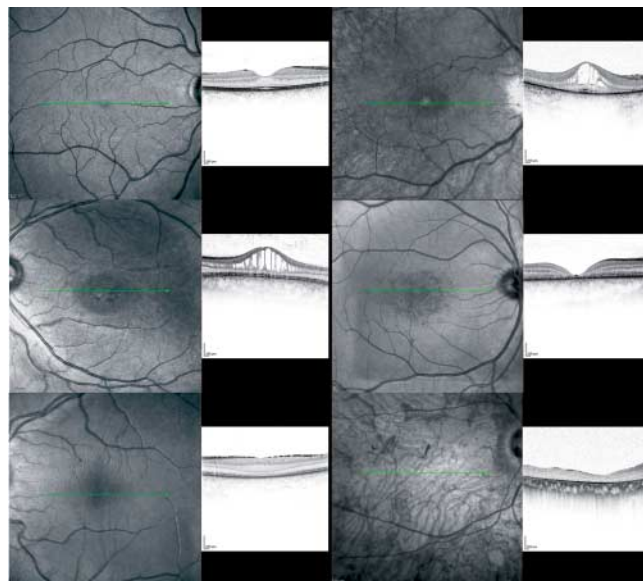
Charakteristische Befunde der hochauflösenden optischen Kohärenztomografie bei Netzhautdystrophien: Obere Reihe: Normales OCT (links). Verlust der Fotorezeptorschichten nach peripher sowie zystoides Makulaödem bei Retinitis pigmentosa (rechts). Mittlere Reihe: Zystoide Veränderungen im gesamten Scan bei erhaltenen Fotorezeptorschichten bei X-chromosomaler Retinoschisis (links). Zentrale begrenzte Netzhautdestruktion bei Makuladystrophie (rechts). Untere Reihe: Fehlende Ausbildung der Fovea bei Verdacht auf Albinismus (links). Komplette Destruktion der retinalen Topografie bei fortgeschrittener Zapfen-Stäbchendystrophie (rechts).
